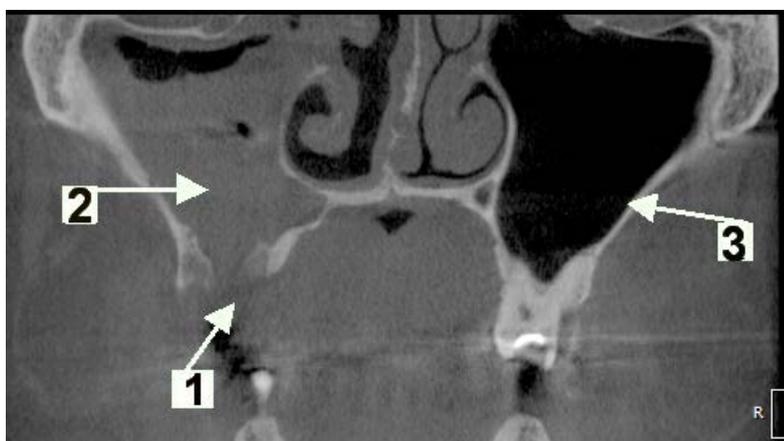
Конусно-лучевая компьютерная томография верхнечелюстного синуса. Фронтальный срез:
